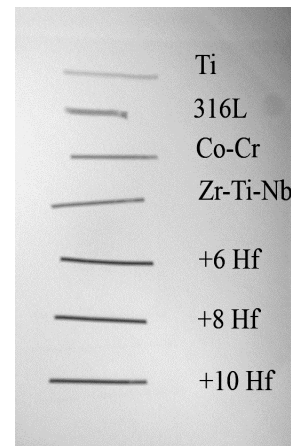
Рентгеноконтрастність зразків однакового діаметру
